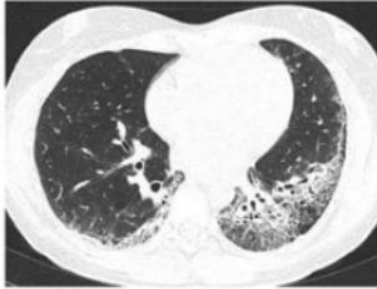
TAC alta resolución sin contraste solicitado 08/2019
